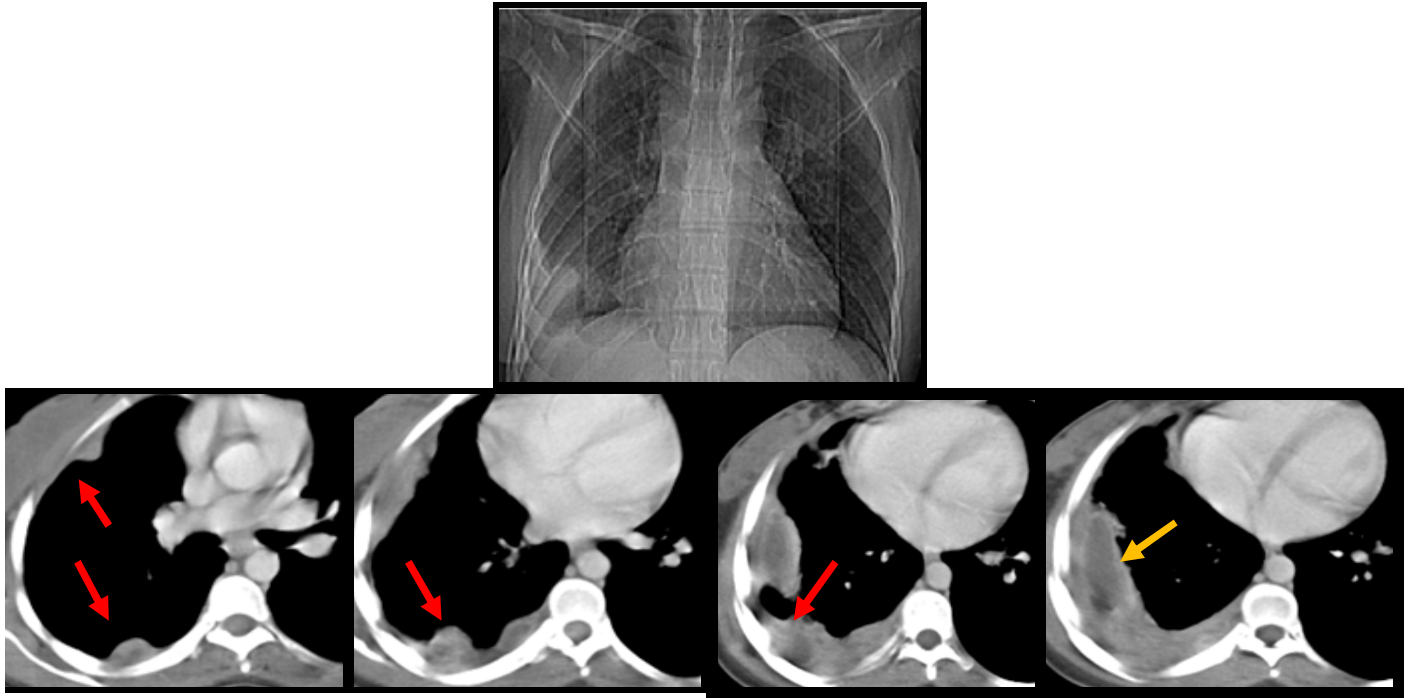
(cas N° 22): Radiographie standard de face et TDM thoracique en coupes axiales, fenêtre médiastinale, après injection du produit de contraste
